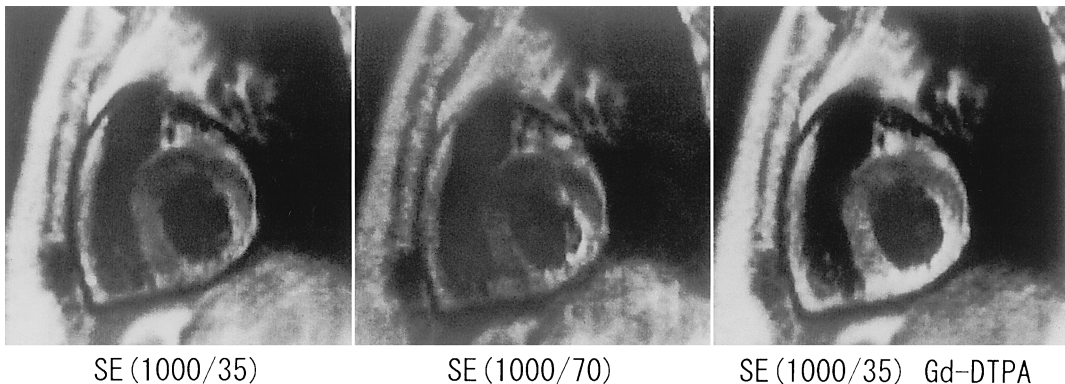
Contrast enhancement of infarcted area by gated spin echo image. T1-weighted image after Gd-DTPA revealed high signal intensity at inferior-posterior region in comparison with T1 or T2-weighted image.
